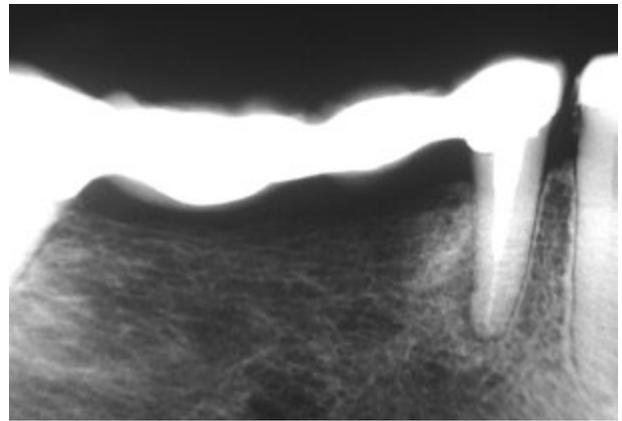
Radiografía periapical de brecha desdentada derecha del caso de la figura anterior, el proceso alveolar bajo el puente realizado hace más de 15 años se presenta con trabeculado más areolar y con cortical más fina que el lado izquierdo.
